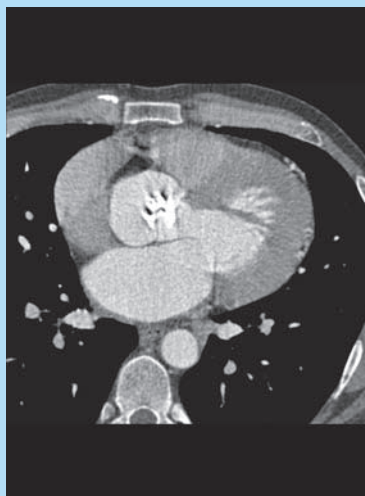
La imagen de TC con detectores múltiples obtenida en el mismo paciente que en la Figura 3.1 muestra una válvula aórtica calcificada y una hipertrofia del VI secundaria a una sobrecarga de presión.
